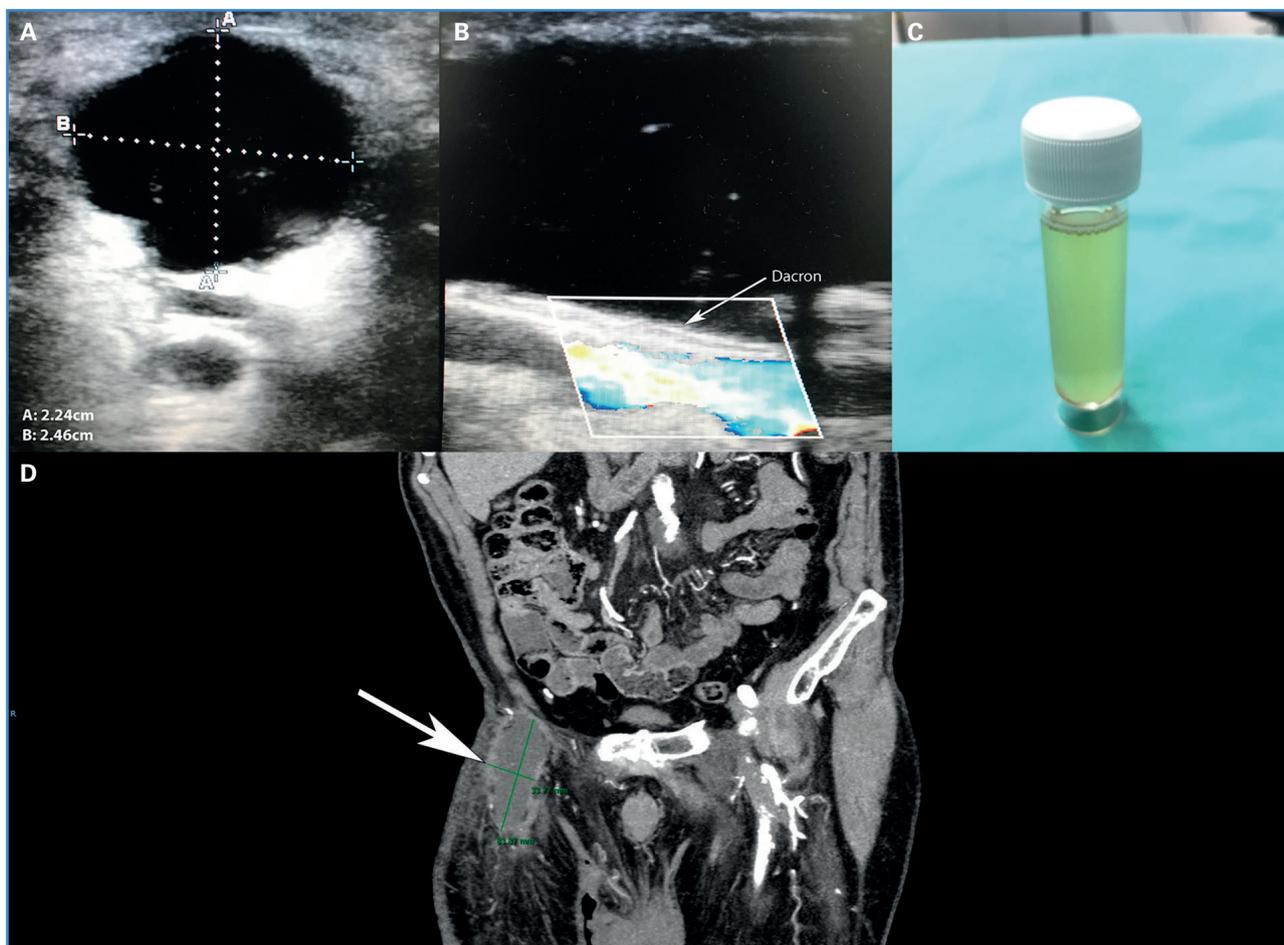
A, B y C. Ecografía del Linfocele Inguinal y aspecto del líquido drenado. D. Imagen del TAC en la que se evidencia su extensión en la zona inguinal (8,3 x 3,3 cm).
